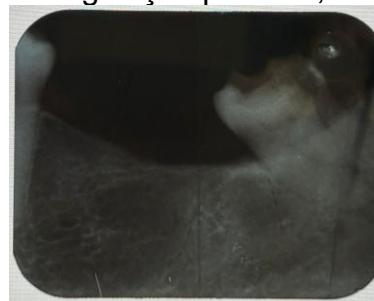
Radiografia periapical do elemento 48
